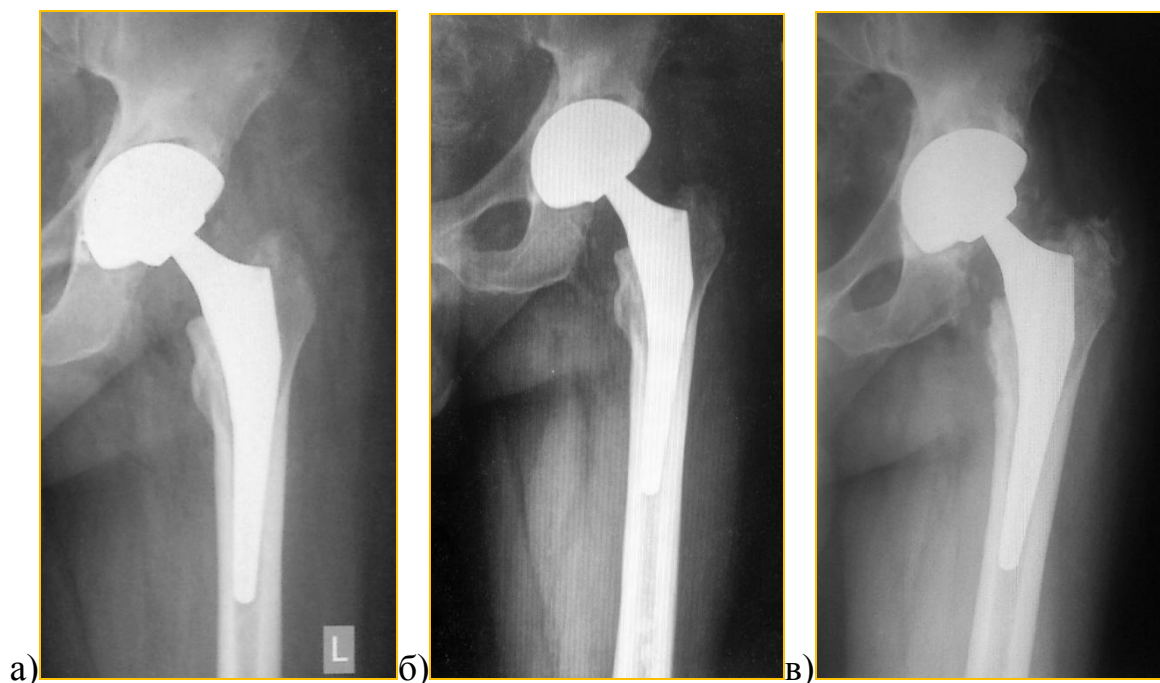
Рентгенологические признаки стабильной фиксации вертлужного компонента. Рентгенограмма тазобедренного сустава больного К-на, 43 года: а) – рентгенограмма после операции – реэндопротезирования тазобедренного сустава у пациента с глубокой перипротезной инфекцией и двухэтапным хирургическим методом лечения; б) – рентгенограмма тазобедренного сустава через два месяца после операции; в) – рентгенограмма через 1,5 года, между чашкой и костной тканью вертлужной впадины имеется щель шириной менее 2 мм, которая сохраняется в течение всего периода наблюдения.
